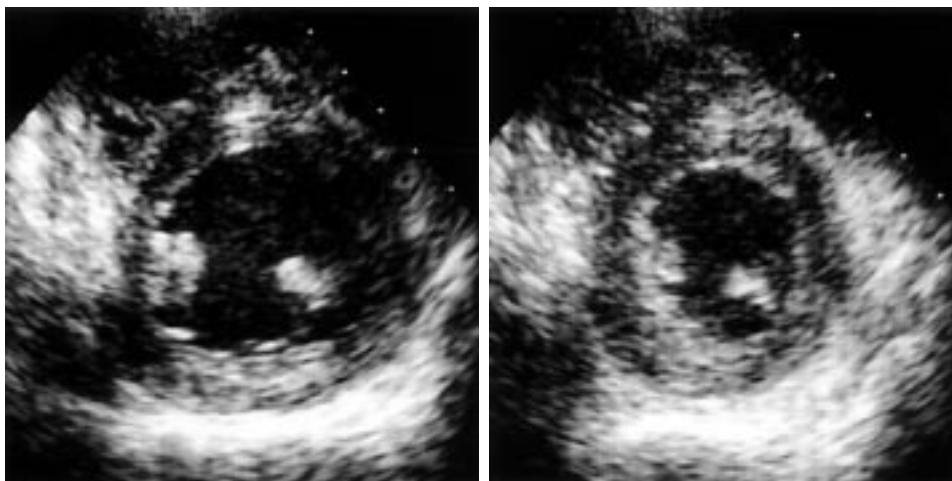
Echocardiography at one year after transplantation.
